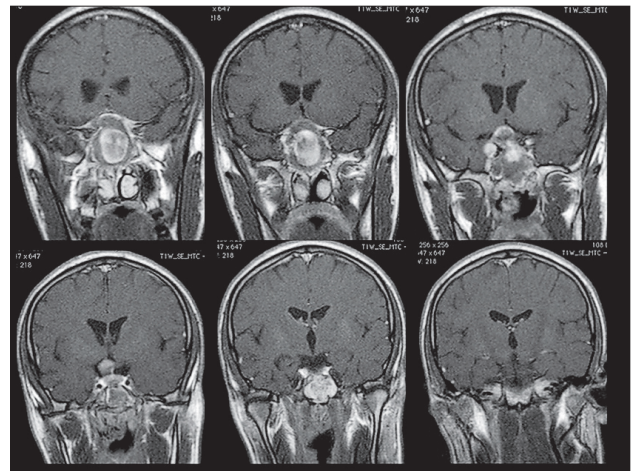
Дані МРТ головного мозку, фронтальні зрізи
